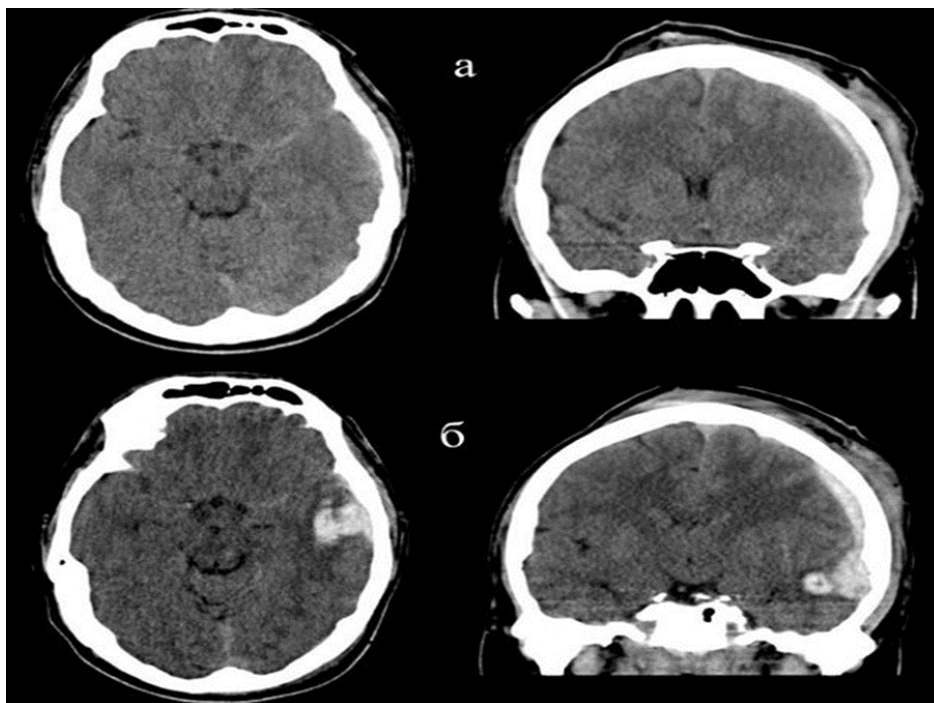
Ребенок Р., 12 лет. Закрытая ЧМТ. Ушиб головного мозга средней тяжести: а) первичное обследование КТ через 2 час. после травмы; б) повторная КТ через 14 час. состояние ребенка ухудшилось.
